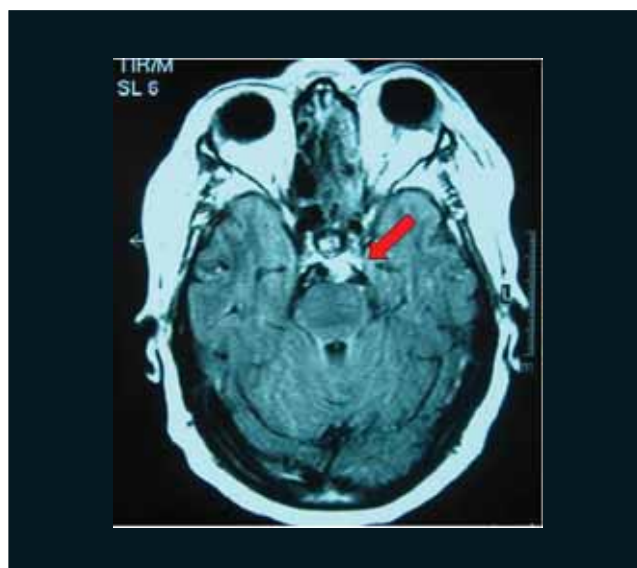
Ressonância Nuclear Magnética em corte axial com seta mostrando espessamento e realce do contraste na parede lateral do seio cavernoso esquerdo.
